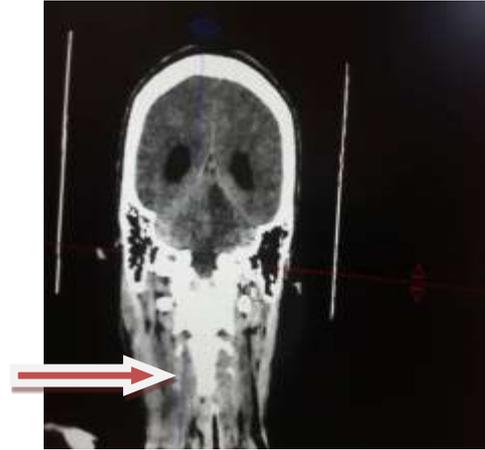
Image TDM coronale montrant thrombose jugulaire interne droite
